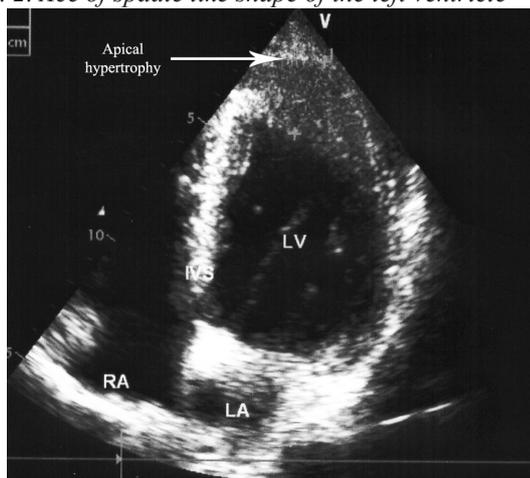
Apical hypertrophy was seen in 2D echocardiography (IVS, interventricular septum; IAS, interatrial septum; LV, left ventricle; LA, left atrium; RA, right atrium)
